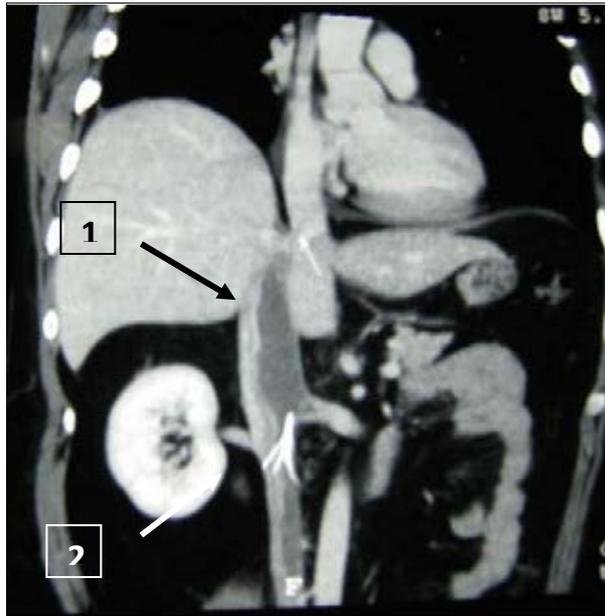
Флотирующий тромб супраренального отдела нижней полой вены (указан стрелкой 1), сформировавшийся над корректно установленным каво-фильтром (указан стрелкой 2). Компьютерная томограмма с болюсным контрастным усилением, прямая проекция.
